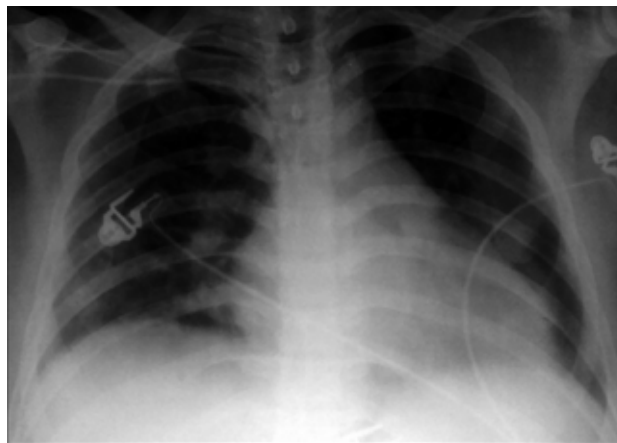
Фронтальная рентгенограмма органов грудной клетки больного К., 73 лет, выполненная в ОРИТ после операции: аортобифemorальное аллошунтирование с профундопластикой правой глубокой бедренной артерии
